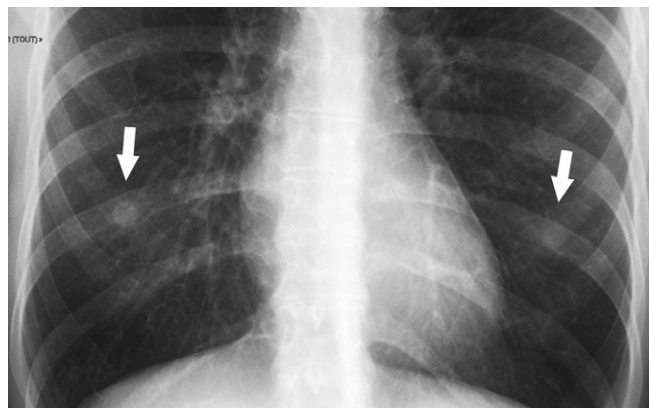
Mamelons en radiographie standard (flèches).
